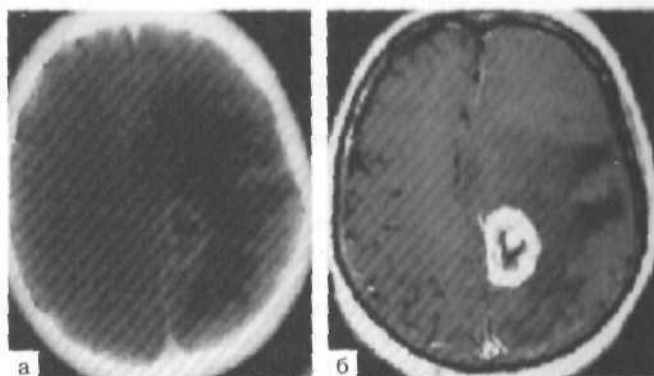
МРТ (T_1 -режим) без (а) и с контрастным усилением (б). Метастаз меланомы в лобно-височную область слева.
